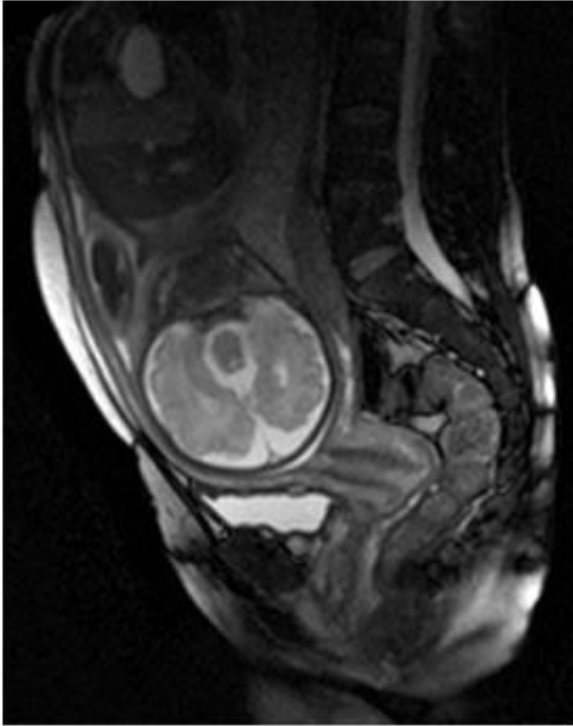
Imagen sagital de RM ponderada en T2 del abdomen materno, mostrando el cérvix uterino normal a las 33 semanas de embarazo.
